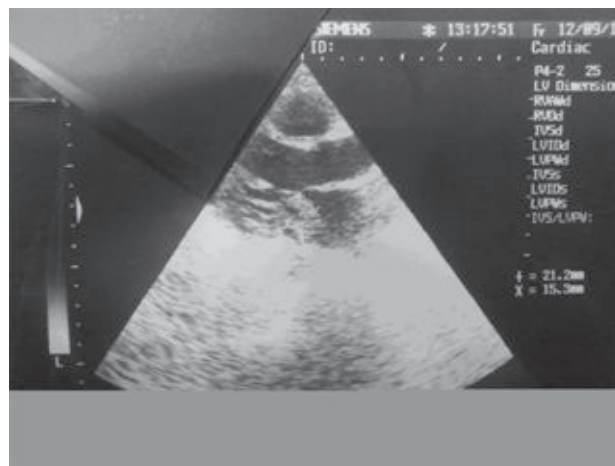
УЗИ сердца – ЭХО признаки инфекционного эндокардита с поражением МК. Недостаточность МК I–II степени. Явления гидроперикарда.
